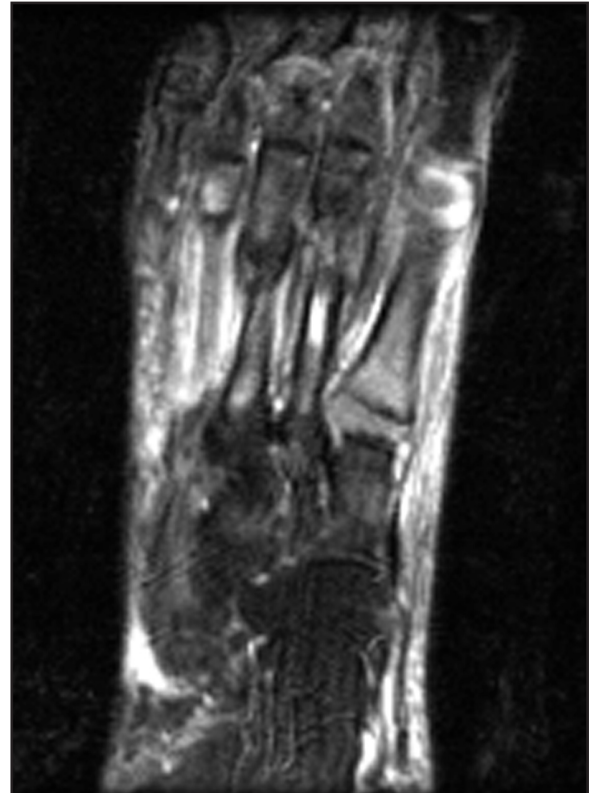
Imagen de la RMN del pie izquierdo con fractura de 2º MTT con callo perióstico y edema de tejidos blandos (Caso 2)
